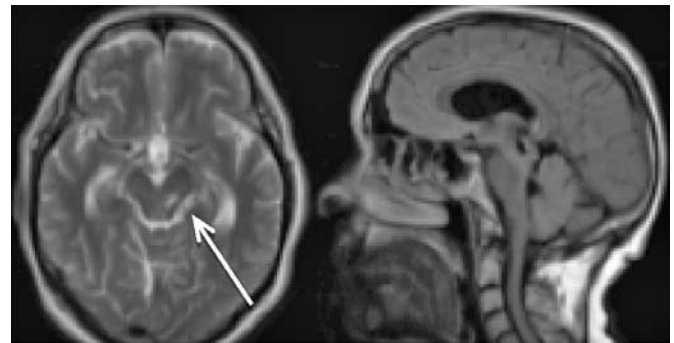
МРТ головного мозга (T2 Ax., T2 FLAIRSag.): вид кисты ножки мозга после оперативного вмешательства (указано стрелкой).
